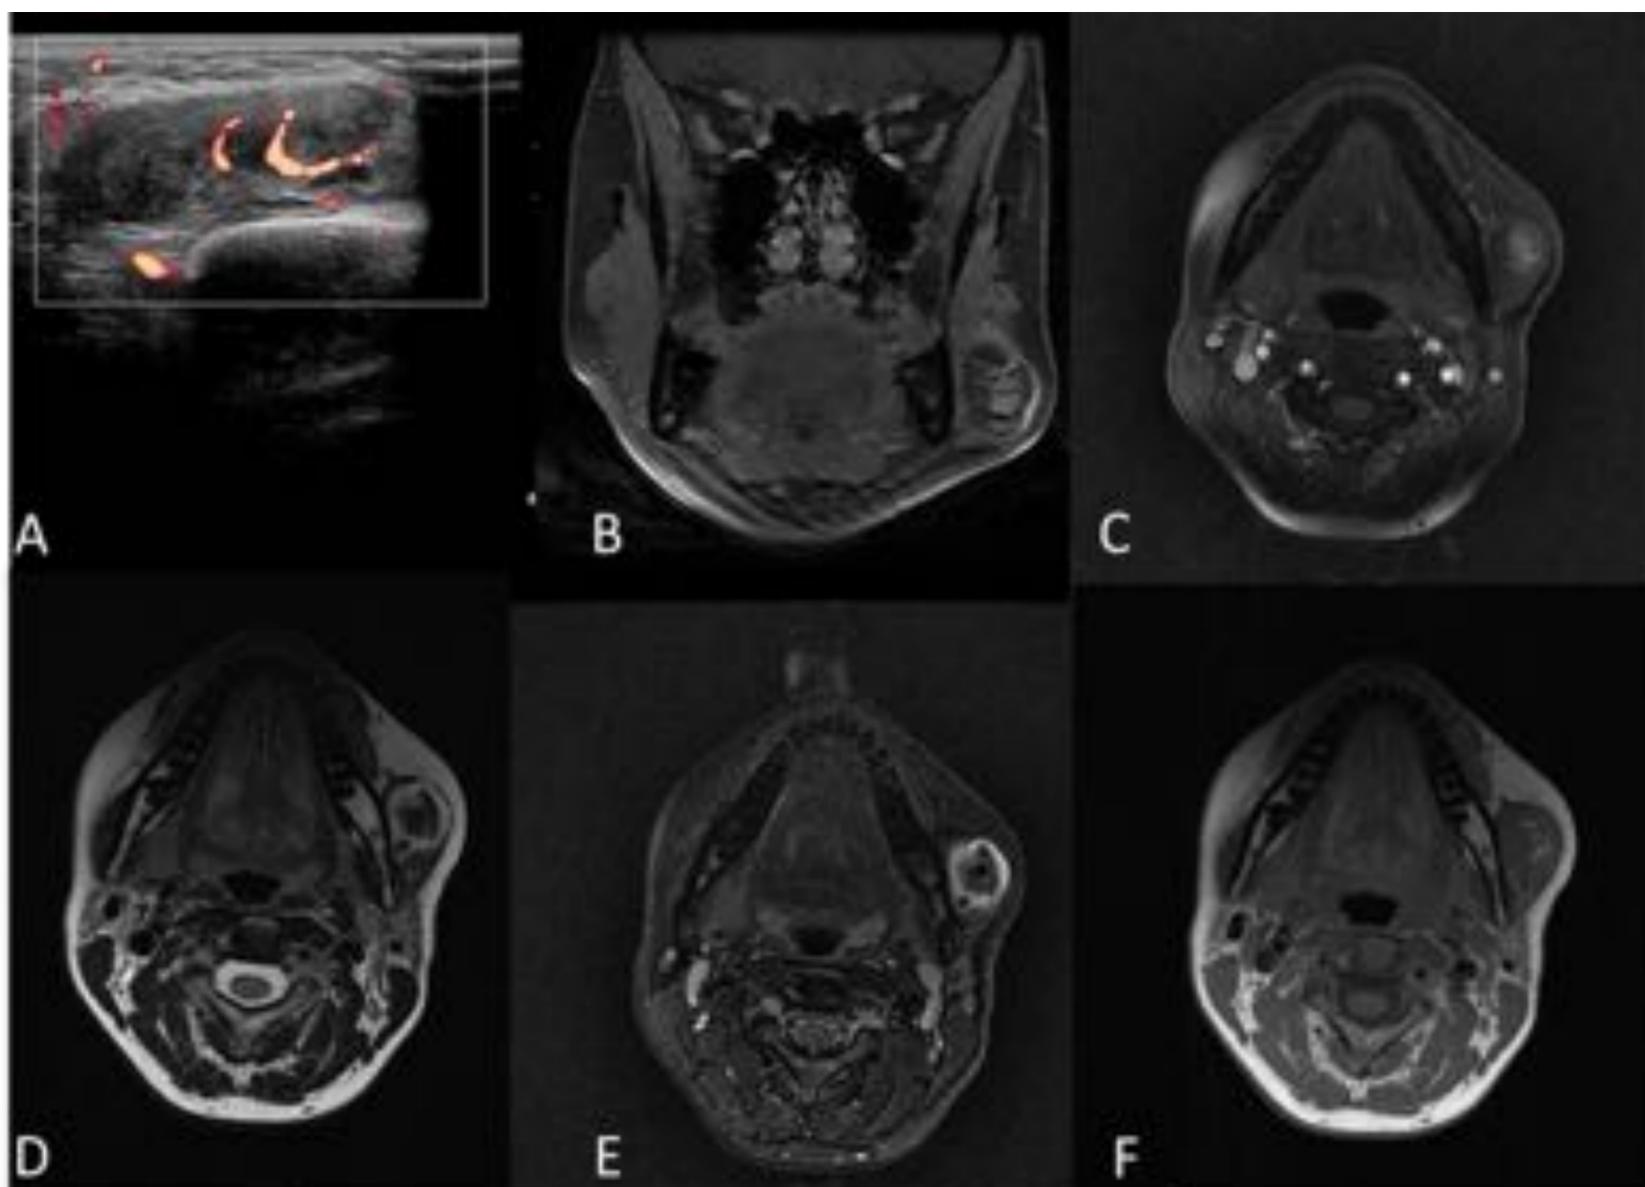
Linfangioma. En ecografía (imagen A) se observa una tumoración sólida, ovalada, de contornos bien definidos, localizada en el espesor del músculo masetero, sobre la rama mandibular, heterogénea, con zonas sólidas y otras más hipoecoicas sugestivas de necrosis o degeneración y poco vascularizada. En RM se muestra isointensa en secuencia T1 (imagen F) con área central hiperintensa e hiperintensa en periferia con área central hipointensa en secuencia T2 (D) y STIR (E). Tras la administración de contraste endovenoso (B y C), se objetiva tenue realce del margen superior de la lesión identificando alguna estructura vascular en su espesor. No se aprecia alteración de la señal del resto de fibras musculares ni del tejido celular subcutáneo.
